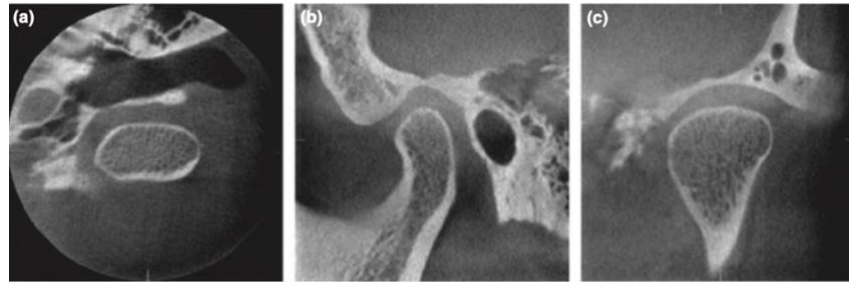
Corte sagital de CBCT. Se muestra los espacios adecuados que existen entre el hueso Temporal y Mandíbula. (50)
